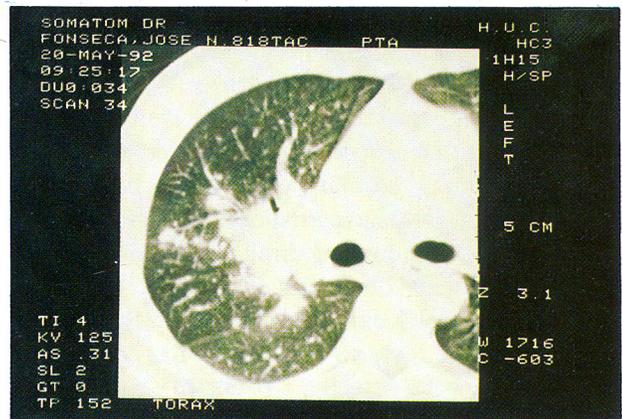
Corte de alta resolução de uma TAC torácica de J.A.P.F., no qual se podem reconhecer alterações sugestivas de alveolite e de fibrose intersticial.
